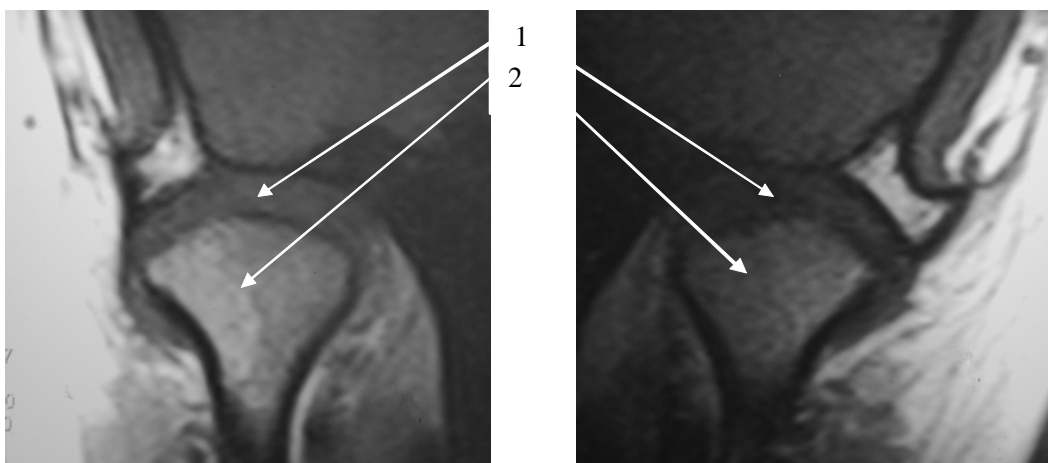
Хвора Ф. Контрольна МРТ у фронтальній проекції в лікувальному положенні нижньої щелепи: 1 – суглобовий диск; 2 – голівка нижньої щелепи
